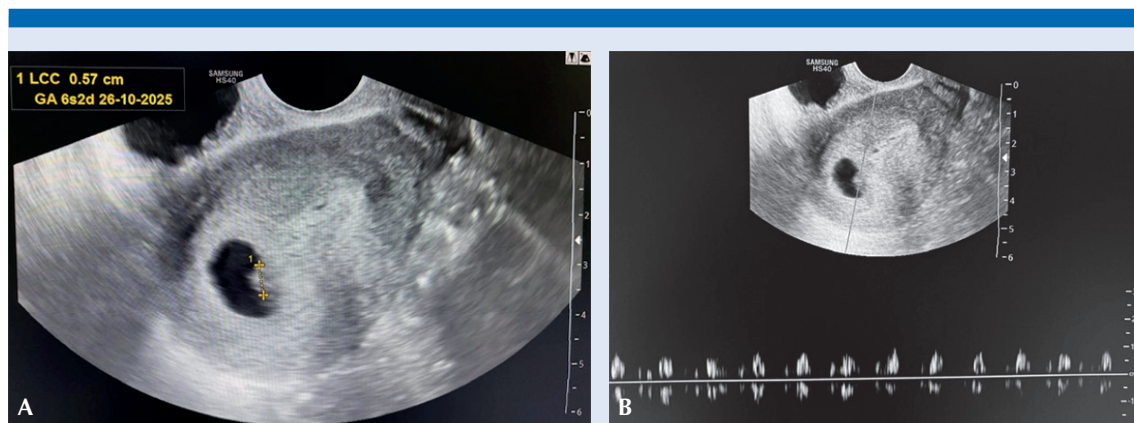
Ultrasonido transvaginal que documentó el embarazo clínico. A) Saco gestacional intrauterino con embrión visible y longitud cráneo-caudal compatible con semanas tempranas de gestación. B) Registro de actividad cardíaca embrionaria.
